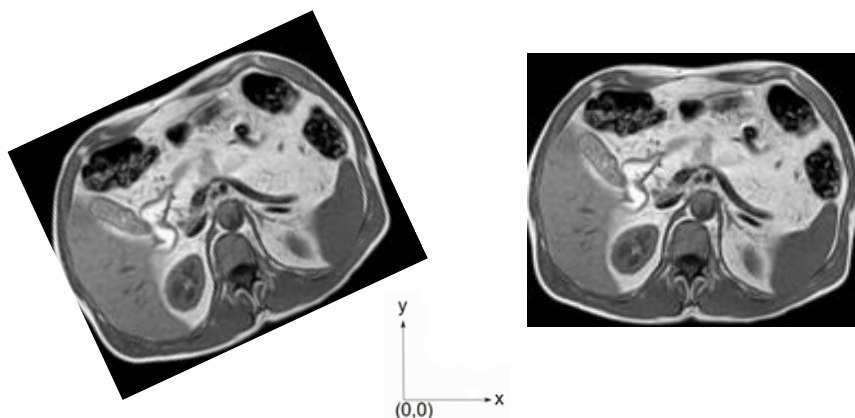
Zwei Bilder mit exakt den gleichen Pixeldaten. In SimpleITK werden diese nicht als das gleiche Bild betrachtet, da sie unterschiedliche räumliche Positionen einnehmen. Entnommen aus Pankreaslipomatose bei Mukoviszidose von Hellerhoff mit eigener Änderung. unter CC BY 3.0. via Wikimedia Commons. Abrufbar unter https://upload.wikimedia.org/wikipedia/commons/3/3e/Pankreaslipomatose_bei_Mukoviszidose_45jm_-_MRT_T2_und_T1_axial_-_001.jpg Abgerufen am 23.01.2023.
